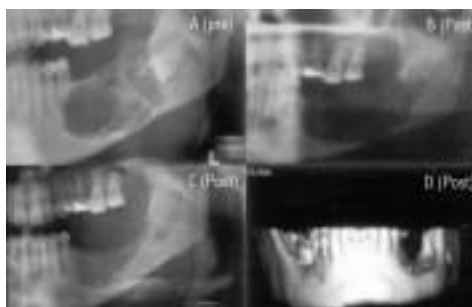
Caso 3. A: Ortopantomografía que muestra la lesión inicial a nivel del 36-37; B: Ortopantomografía inmediatamente postoperatoria; C: Ortopantomografía de control en la que se observa la formación de hueso (cuatro años tras la intervención).
